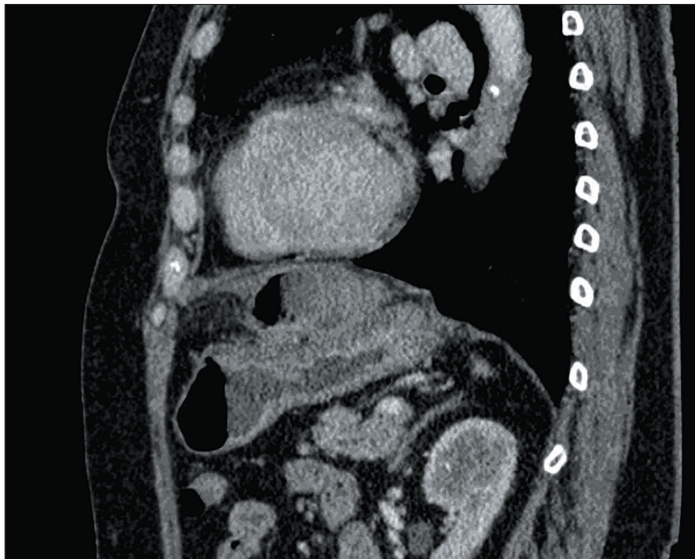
Тот же пациент. КТ-исследование брюшной полости. Двойной субфрениальный дивертикул. Сакральная проекция. Венозная фаза. Срез на уровне центральной оси дивертикула
